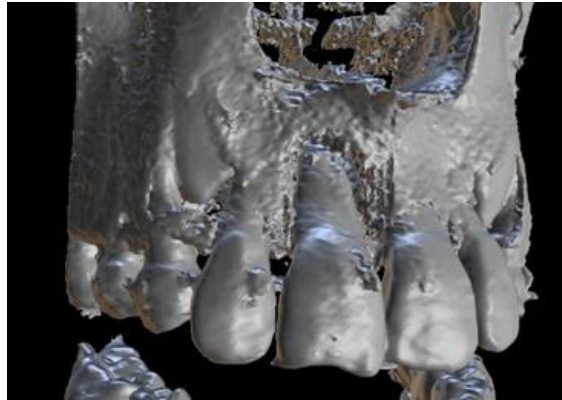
Nótese en reconstrucción volumétrica de CBCT la pérdida ósea de tabla vestibular elemento 11.
